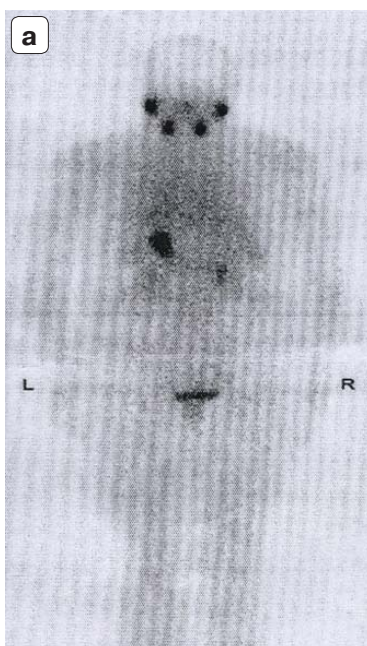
Сцинтиграфия всего тела (а) и ЩЖ (б) после тиреоидэктомии по поводу тиреоидной карциномы, накопления радиофармпрепарата нет.
